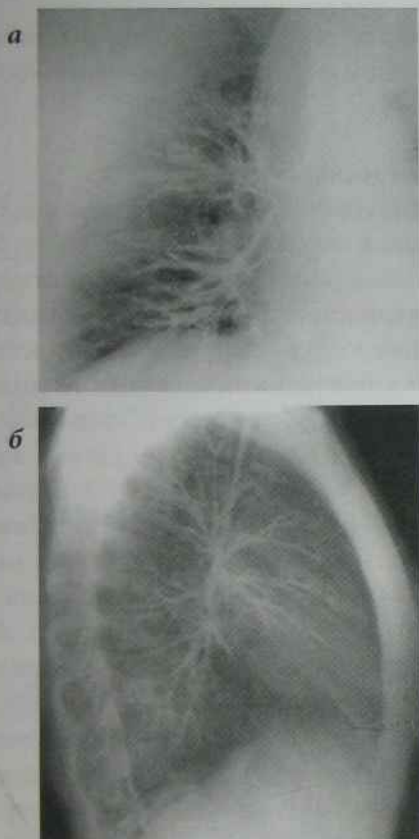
Рентгенограми грудної клітки в прямій (а) і бічній проекціях (б) у нормі
